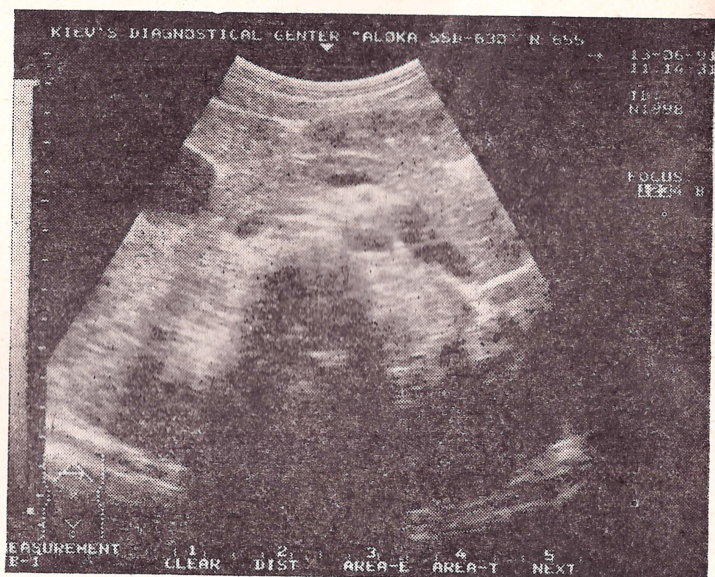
УЗИ: нормальная ПЖ
